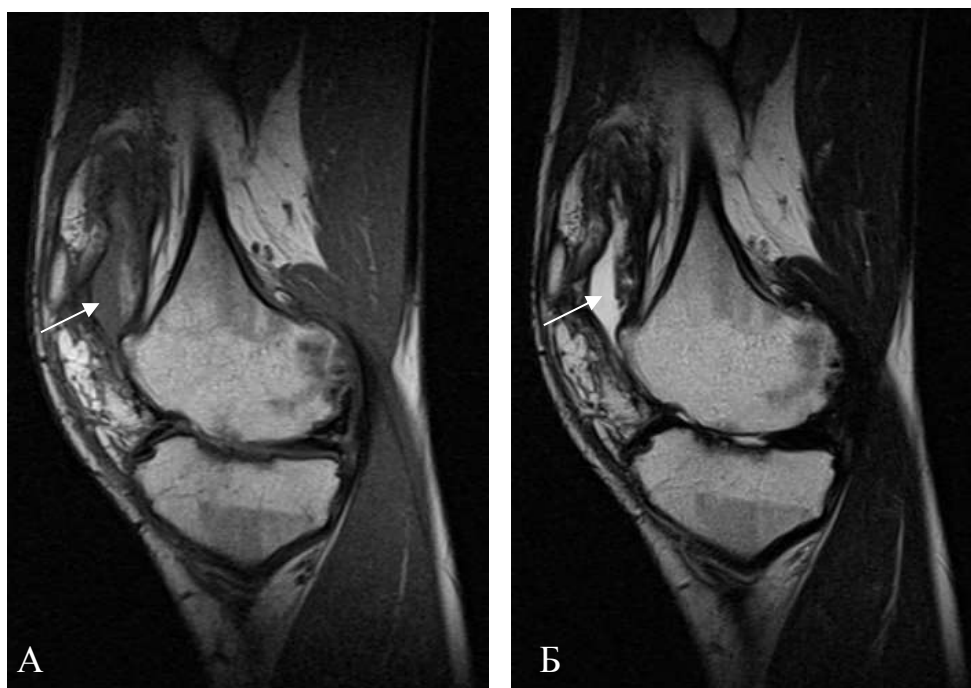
МРТ коленного сустава в сагиттальной проекции в режиме T1-ВИ (А) и T2-ВИ (Б). В ретропателлярном завороте на фоне жидкости определяется участок соответствующий подострой стадии кровоизлияния, высокоинтенсивный в T1-ВИ (а) и T2-ВИ (б) на фоне жидкости. Здесь же точечные отложения гемосидерина
